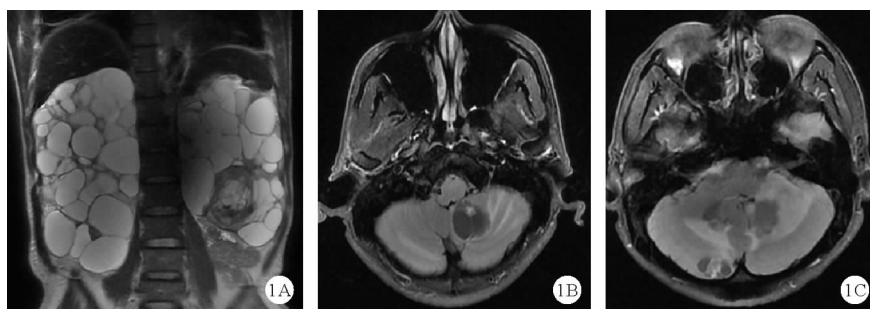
2021年5月17日患者检查结果(A:腹部MRI检查结果:双肾体积增大,肾实质减少,双肾可见多发类圆形T1W低信号,T2W高信号及T1W高信号,T2W低信号影,部分病灶突出肾轮廓外;B、C:头颅MRI检查结果:双侧小脑半球可见囊实性结节,边界清晰,大者约 $24\text{mm}\times 23\text{mm}$ ,邻近脑实质水肿、延髓左侧略受压)
